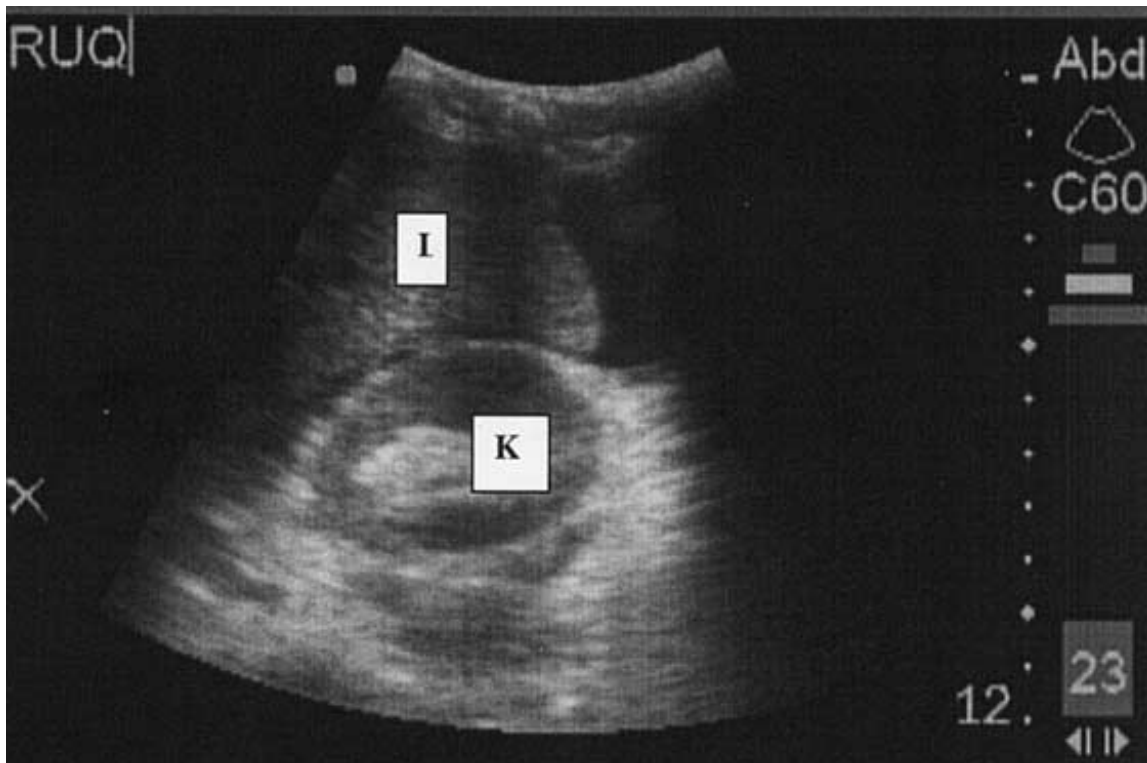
Image échographique montrant un épanchement intra-péritonéal entre le foie et le rein droit [75]
